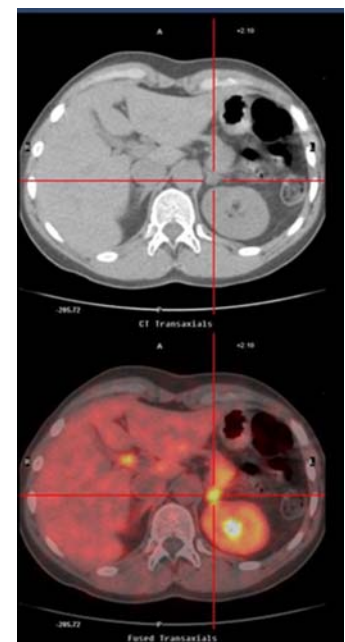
PET scan à la dopamine révélant un phéochromocytome sur la surrénale droite dans une forme génétique SDH-B.
